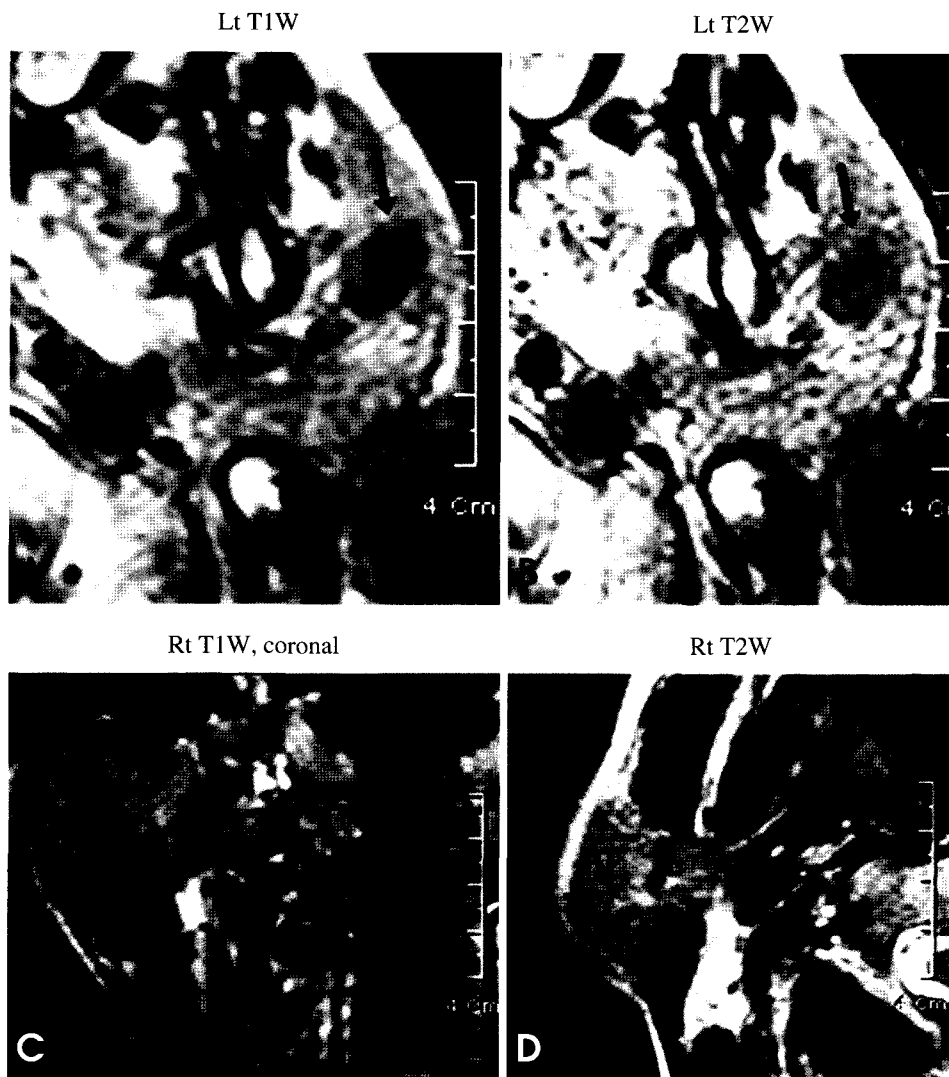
MR images of right and left parotid gland. The signal intensity of the tumorous lesions show intermediate signal intensity on both T1- and T2-weighted images (A-D). These lesions show the higher signal than that of surrounding muscle (B). The right lesion is located in the inferior portion of the superficial lobe and anterolateral to the sternocleidomastoid muscle and doesn't infiltrate the muscle (C, D). A thin hypointense peripheral line is seen around tumorous lesion (A, C). A. T1 weighted axial view of the left parotid gland; B. T2 weighted axial view of the left parotid gland; C. T1 weighted coronal view of the right parotid gland; D. T2 weighted axial view of the right parotid gland.
